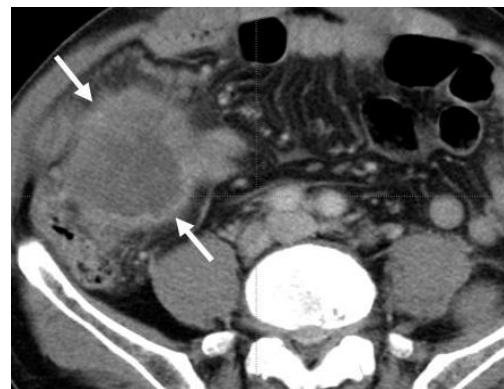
TAC carcinóide de íleon con metástasis hepáticas
